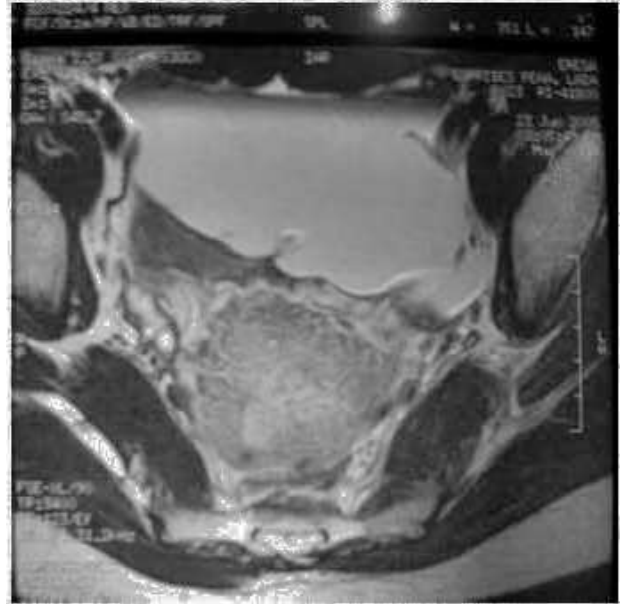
Resonancia magnética de pelvis, sección transversal I.
